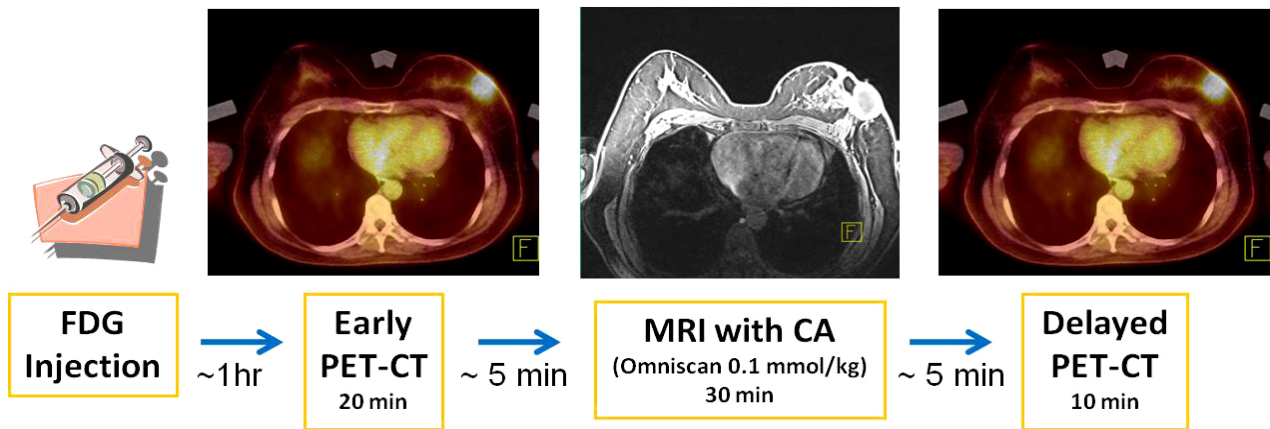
PET-CT and MRI scans protocol of experiments.
